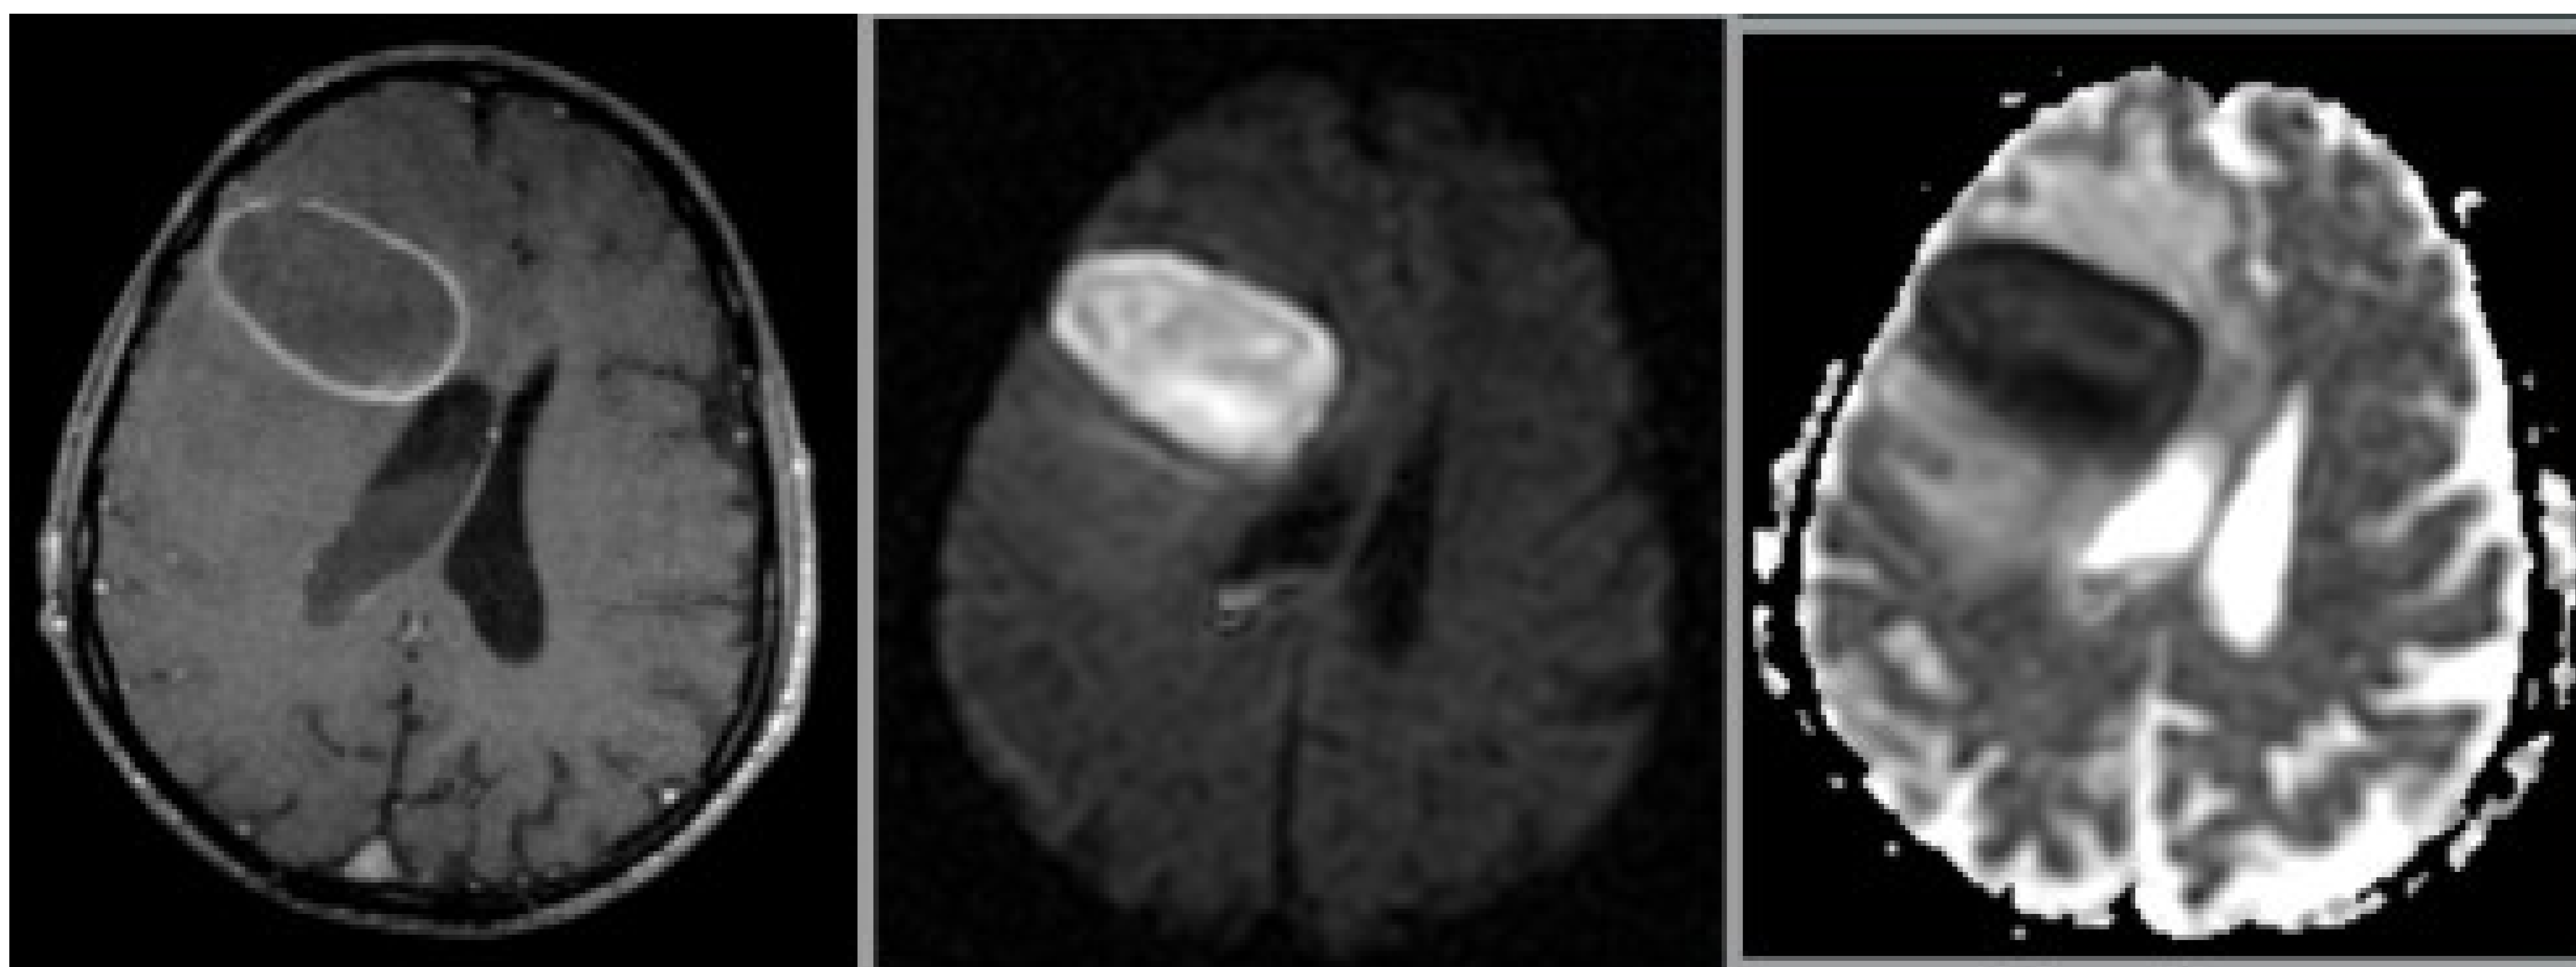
Imágenes de RM que muestran absceso cerebral frontal derecho en contacto con el ventrículo lateral derecho el cual muestra contenido declive hiperintenso en secuencia potenciada en T1 con contraste (izquierda) y restricción en difusión (centro y derecha), compatible con rotura intraventricular de absceso.
